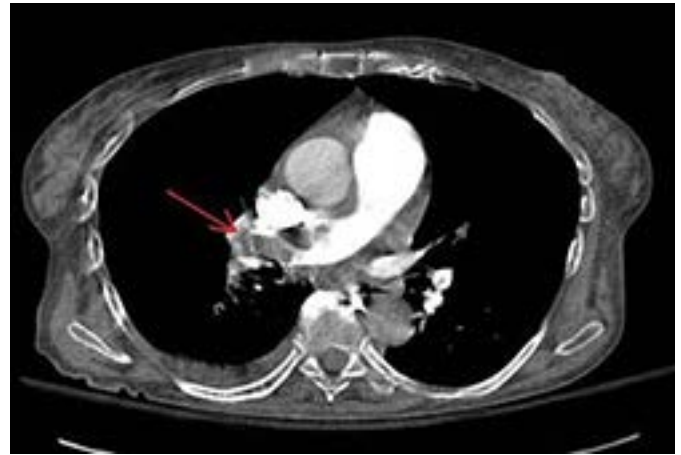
Angiotomografía de tórax
